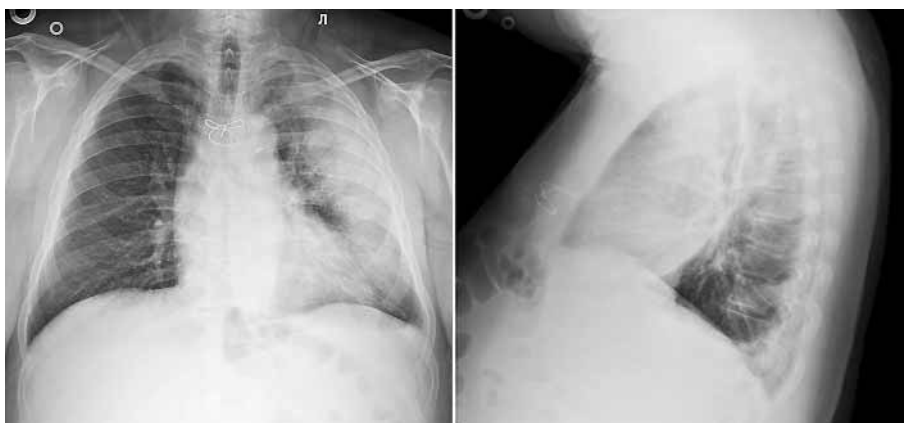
Рентгенограмма органов грудной клетки пациента О. 70 лет при поступлении (описание в тексте)
